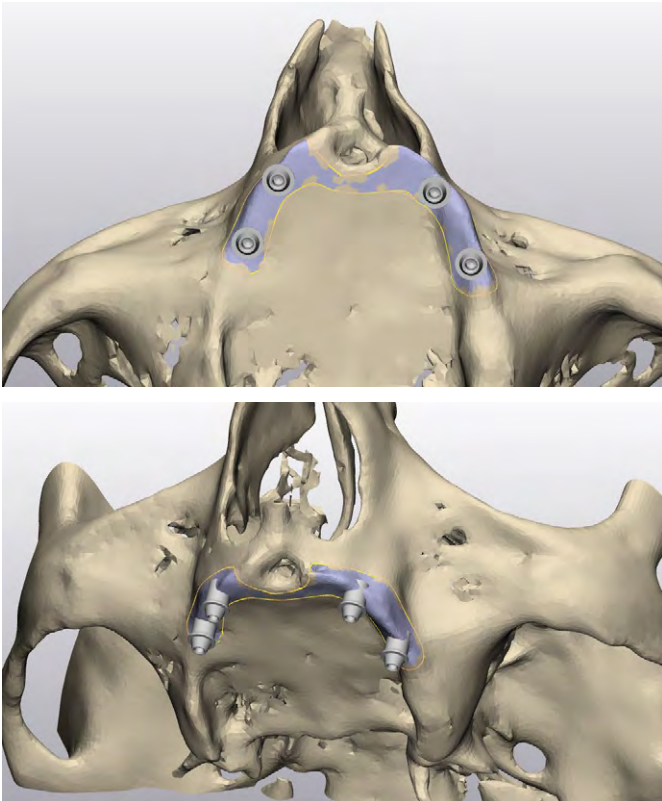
КТ пациента на момент обращения
